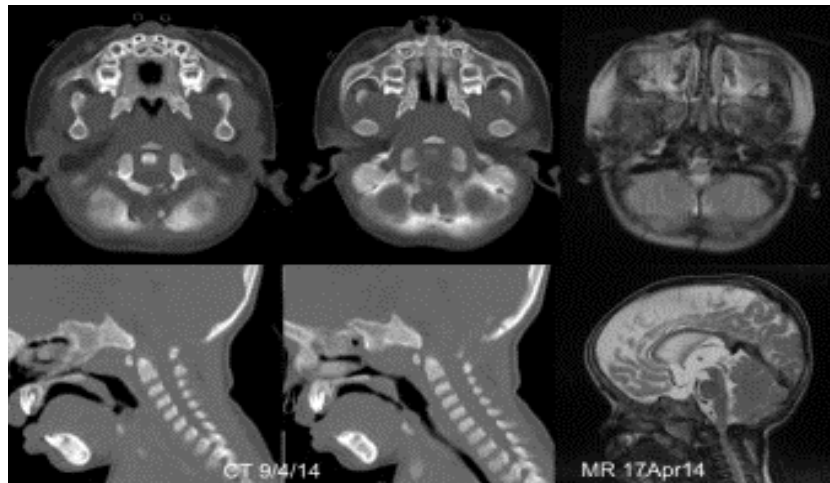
Scanner et IRM de la charnière crano-cervicale : sténose majeure de la jonction bulbo-médullaire nécessitant une décompression chirurgicale
